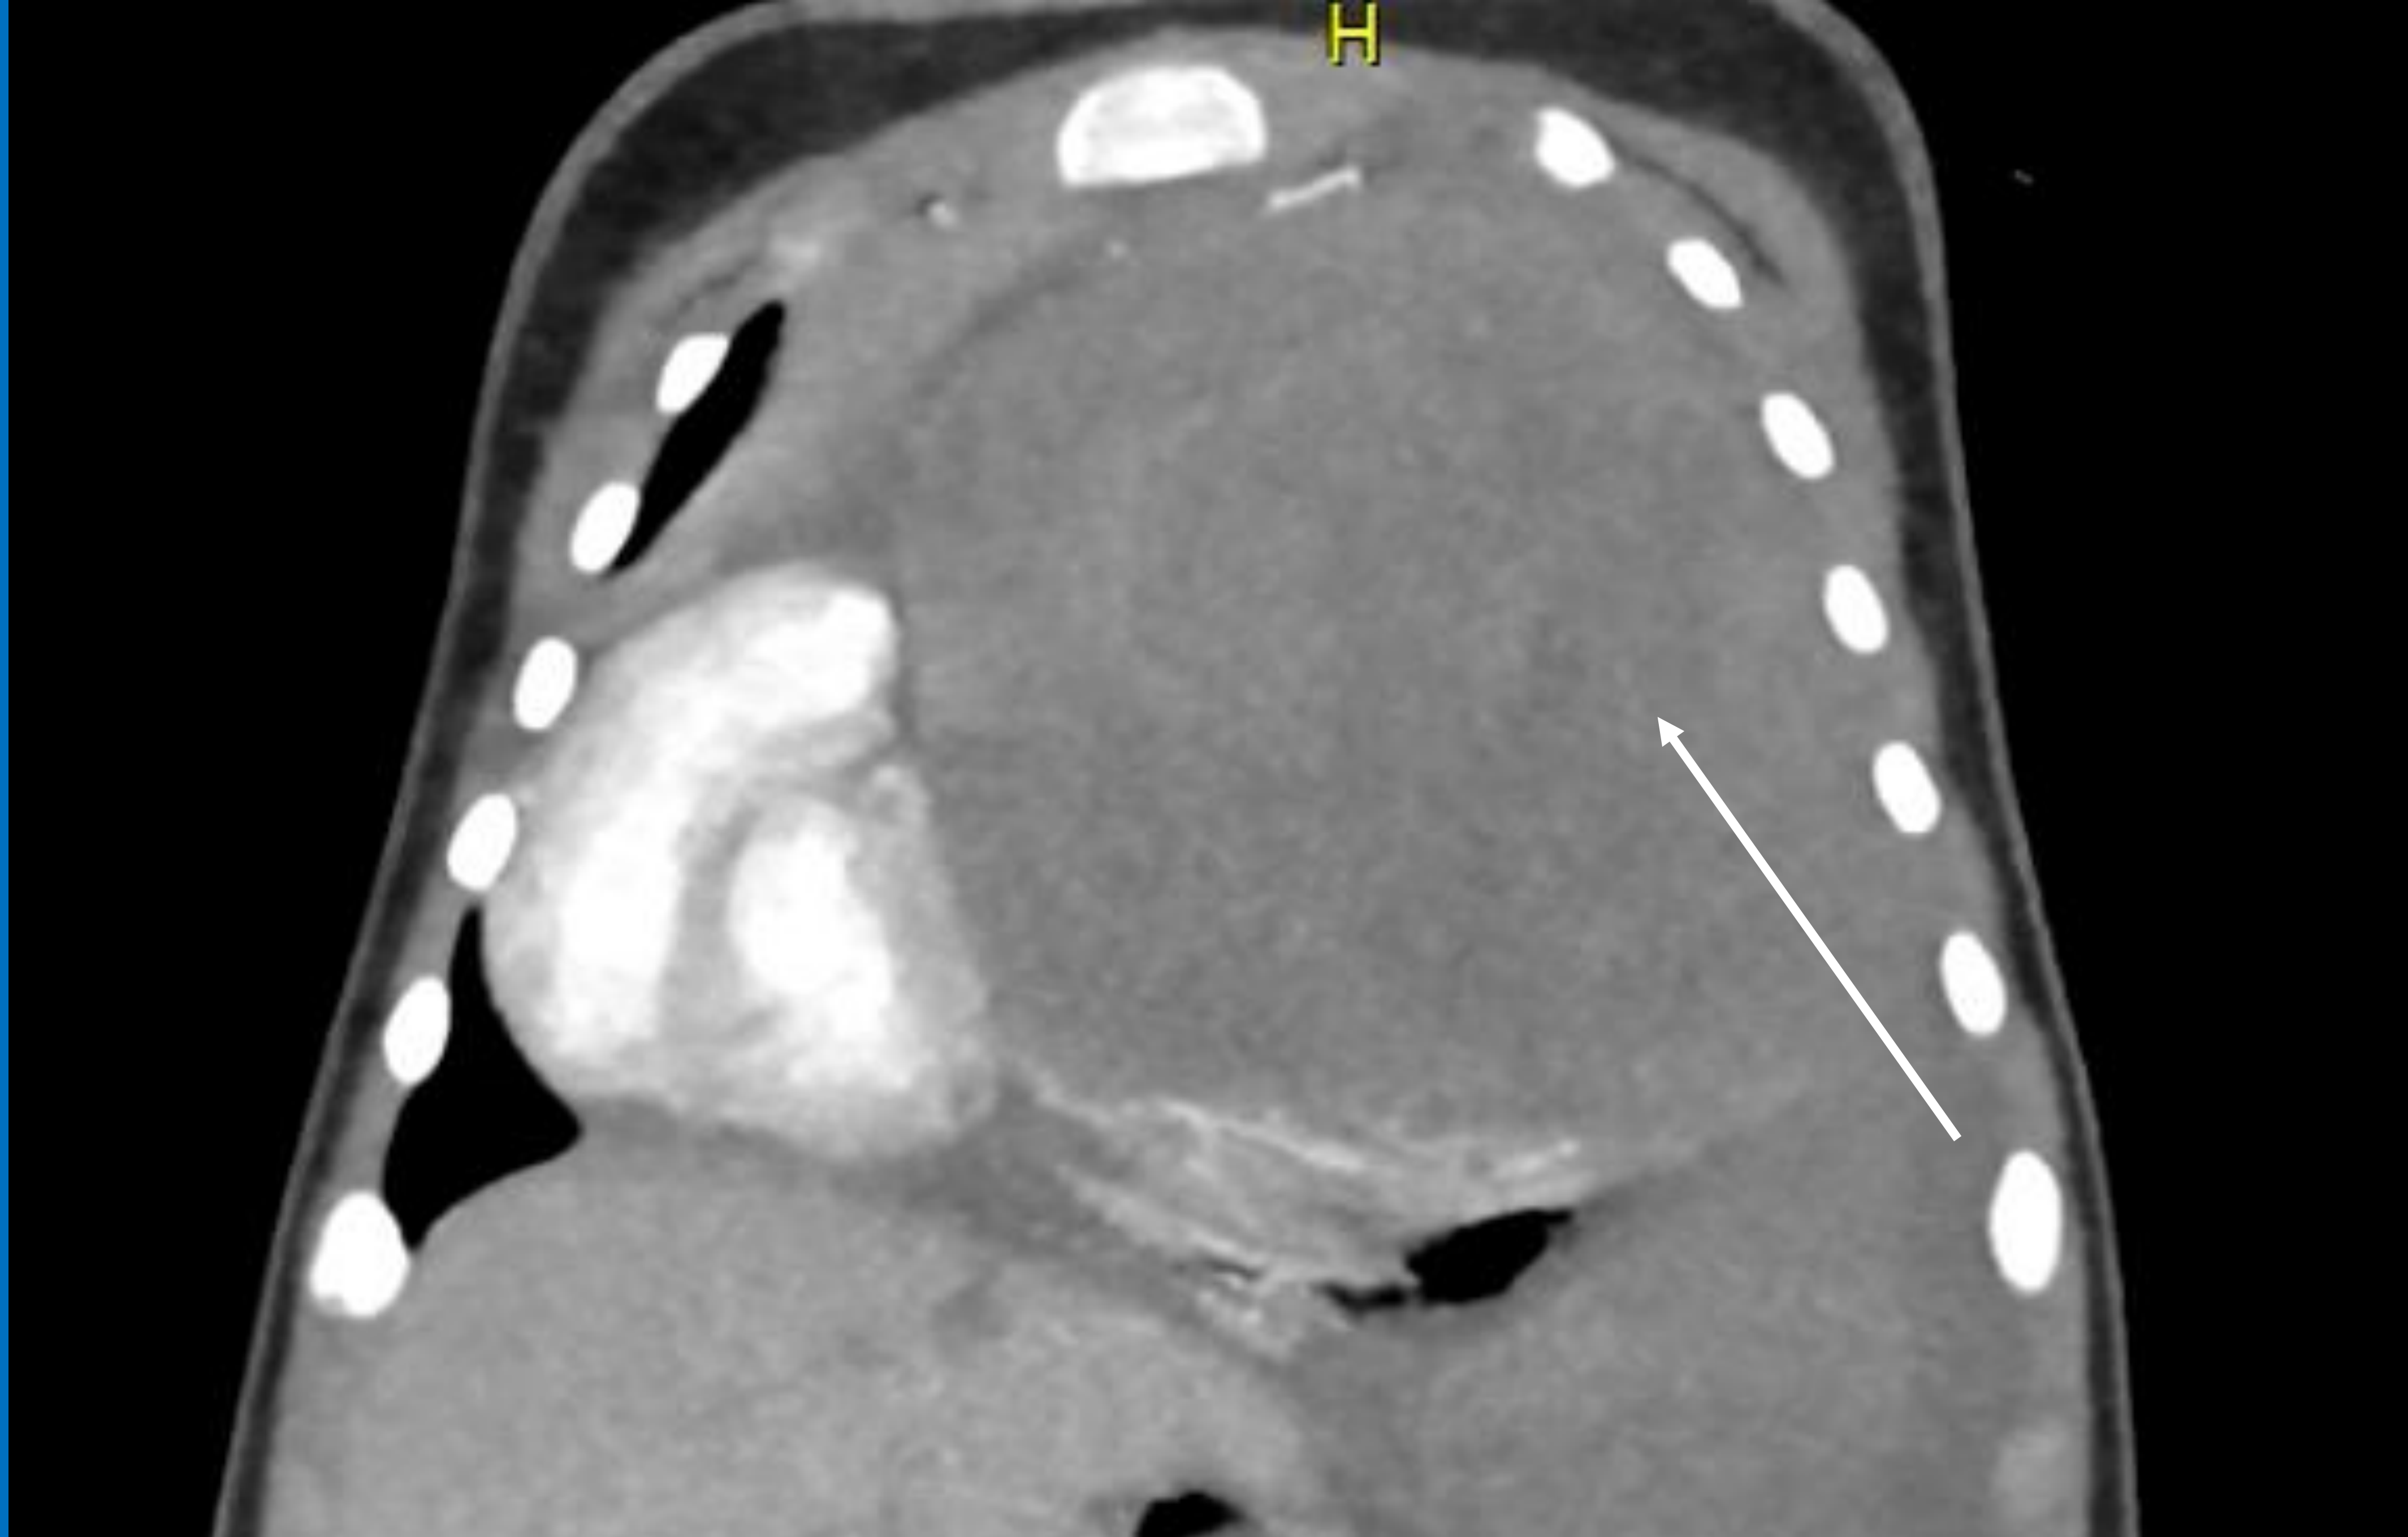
TC de tórax corte coronal con contraste EV. Lesión expansiva que muestra realce algo inhomogéneo (flecha blanca).
